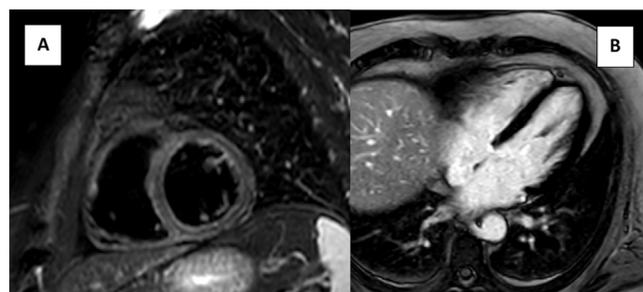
La resonancia magnética cardíaca muestra una ausencia de edema o fibrosis. A: secuencia STIR; B: secuencia de realce tardío de gadolinio.
